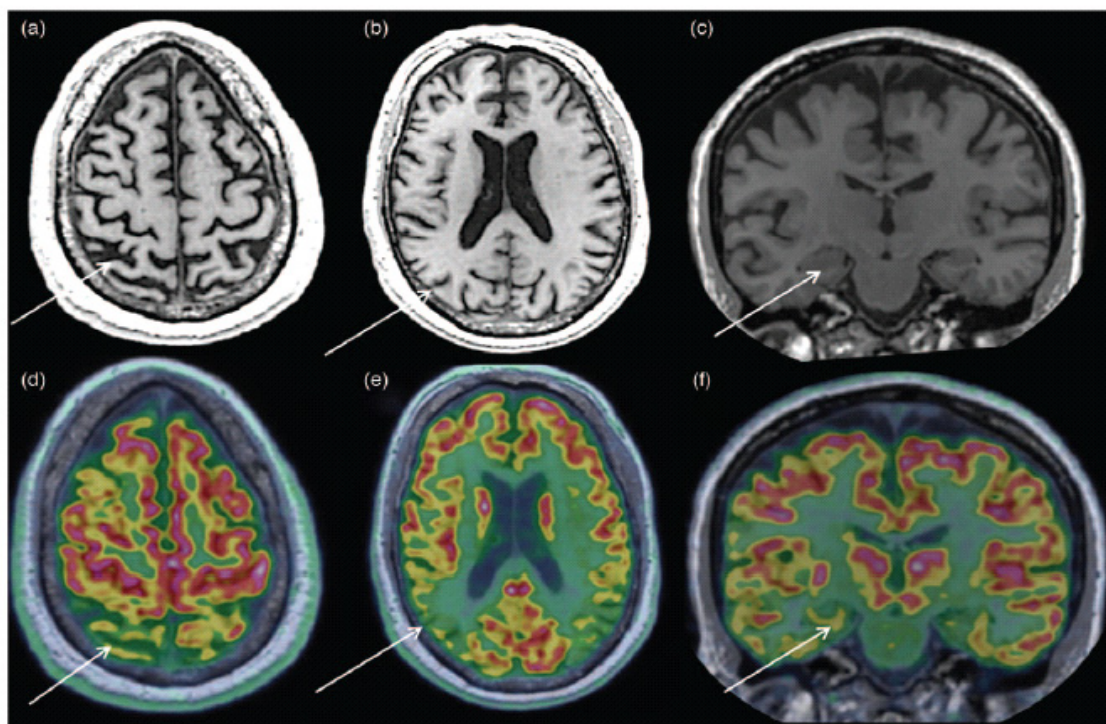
⁽⁴⁵⁾: un pz di 66 anni affetto da progressiva perdita di memoria e disordini comportamentali da 2 anni. La PET/RM rileva atrofia parietale destra (a), associata ad ipometabolismo sempre in questa regione e nella regione temporo-parietale (d) senza evidenza di atrofia in questa area (b). Non si registrano atrofia e ipometabolismo ippocampale. Questi segni sono compatibili con morbo di Alzheimer in stadio iniziale.
